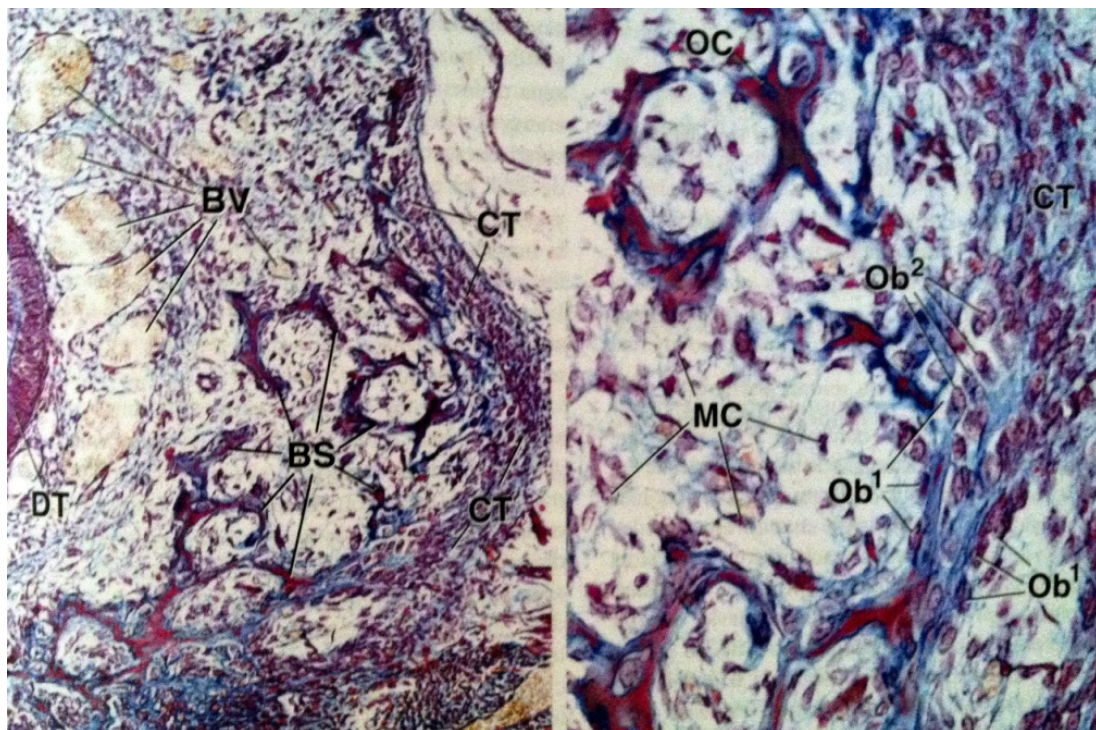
Imagen de cabeza fetal de ser humano con tricrómica de Mallory. Se observan espículas óseas (BS) con sustancia osteoide recién depositada (azul) y matriz mineralizada (rojo). Se observan vasos sanguíneos (BV), tejido conjuntivo (CT), diente en desarrollo (DT), células mesenquimales (CM), Osteoblastos inactivos (Ob1) y activos (Ob2). Fuente: Ross MH, 2009.
